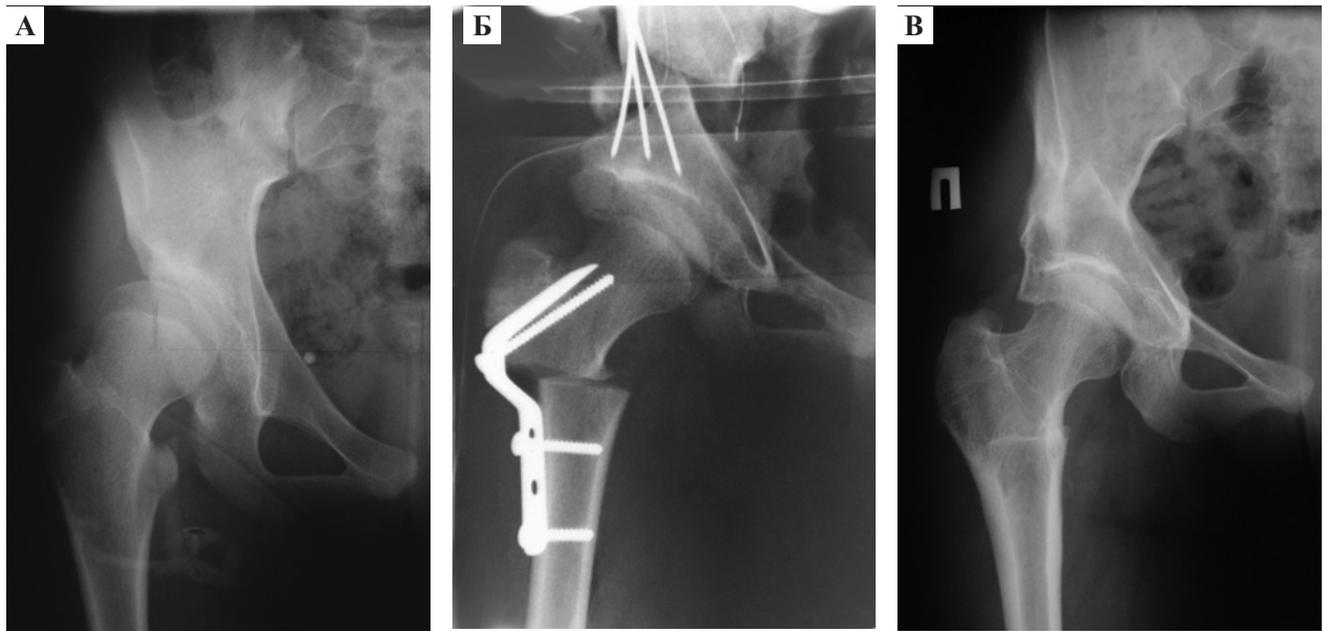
Рентгенограммы пациентки Ч. 1997 г.р. Диагноз: подвывих бедра справа, диспластический коксартроз II б стадии:
